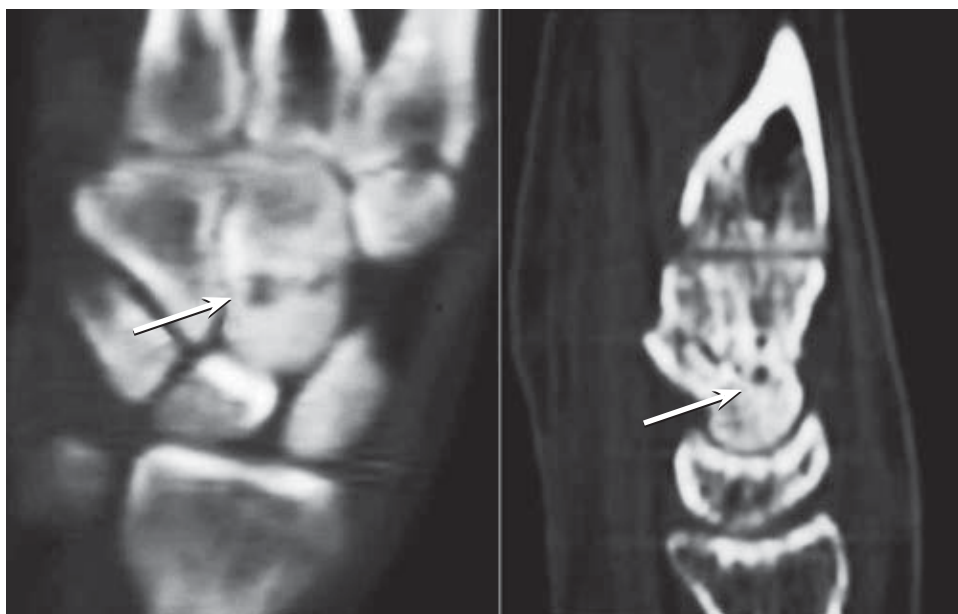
TC 6 semanas evolución: Imagen coronal y sagital de la TC que muestra la fractura del hueso grande con defectos quísticos iniciales (flecha blanca).
